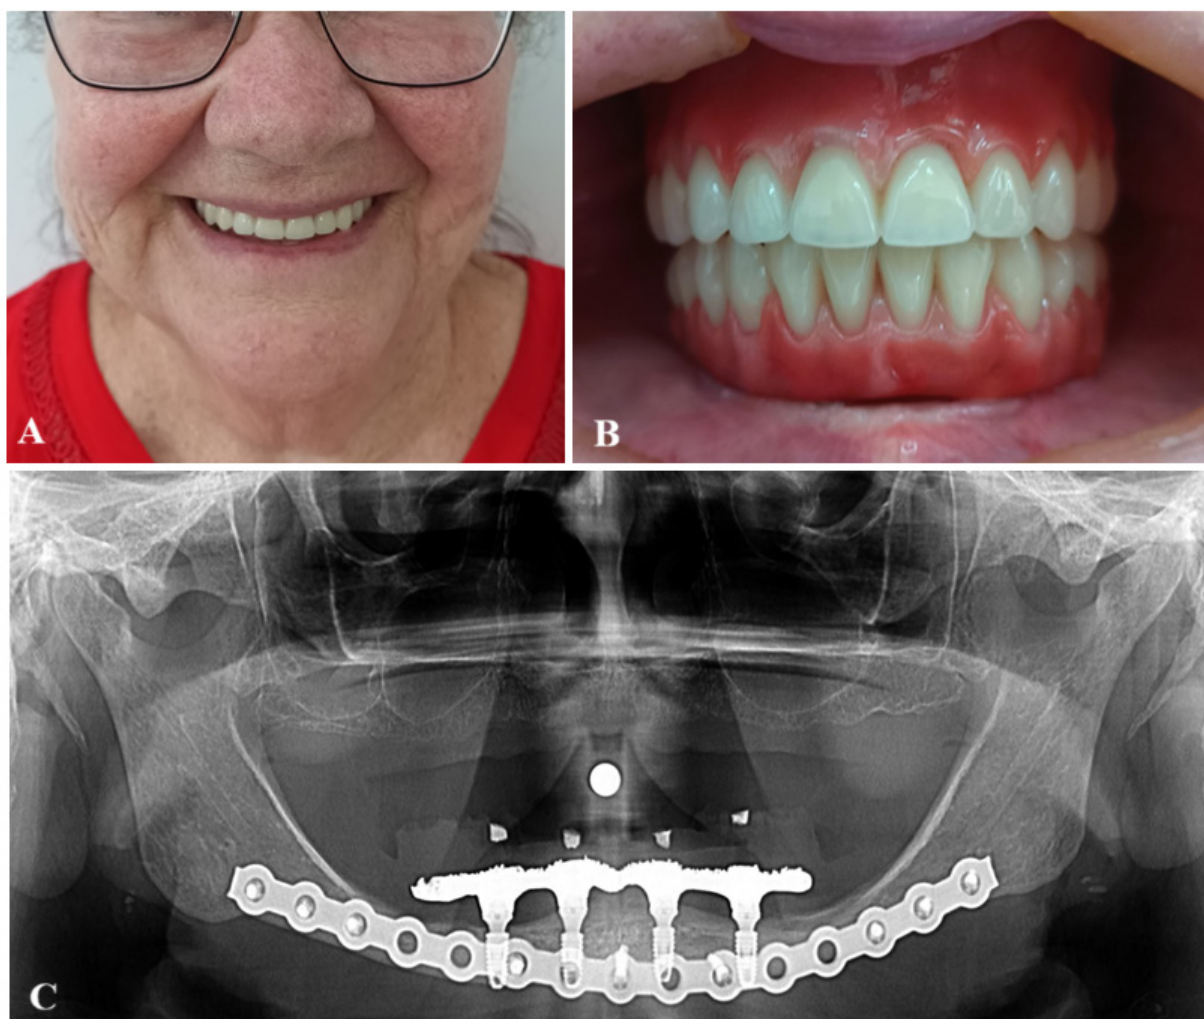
Fotografia frontal da face (A), com próteses inferior e superior em boca, demonstrando melhora do preenchimento dos sulcos nasolabial, mentolabial e mentoniano. Fotografia intraoral (B) demonstra o aspecto final da prótese total superior e prótese tipo protocolo inferior após a instalação. Radiografia panorâmica (C) final, demonstrando o assentamento passivo da prótese protocolo nos componentes protéticos dos implantes.
